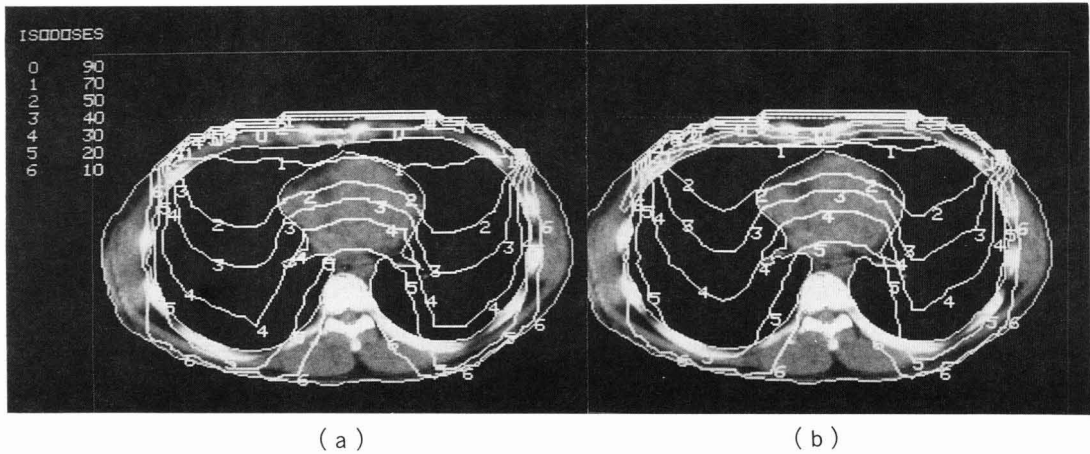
Isodose curves shown on CT images of thorax. Image (a) and (b) show isodose curves before and after the scattering correction was carried out.
